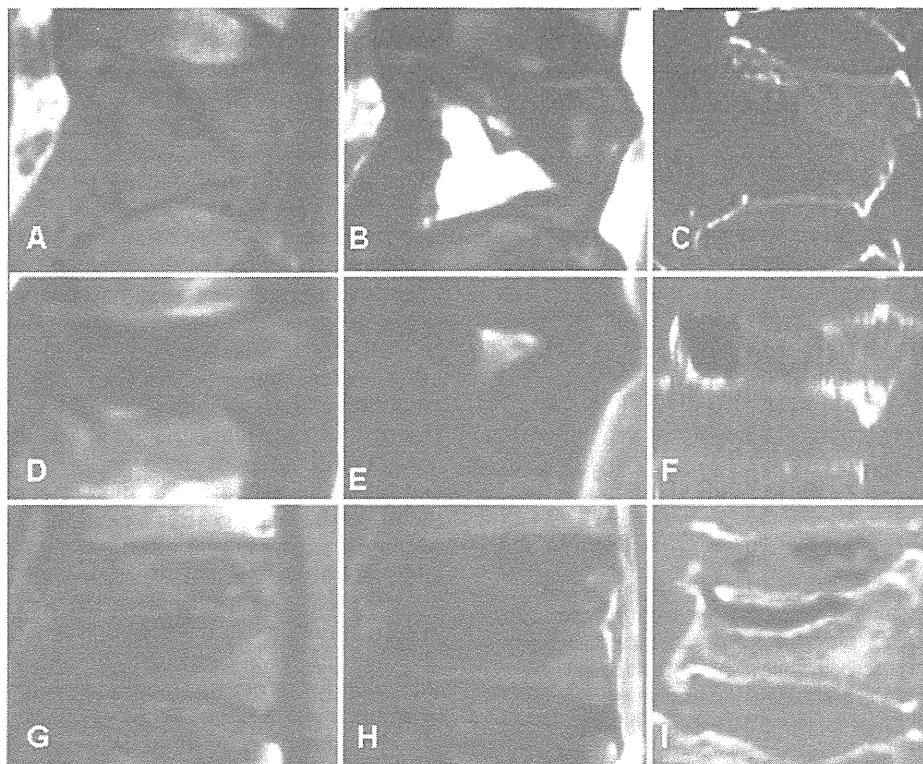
Representative T1-weighted MR images (A, D, and G), T2-weighted MR images (B, E, and H), and reconstructed CT scans (C, F, and I) of unhealed OVFs. A–C: Images obtained in an 89-year-old man with an unhealed crush-type fracture of the T-12 vertebra, showing an accumulation of fluid in the intravertebral cleft. There is a fracture line in the posterior wall of the T-12 vertebra, associated with a collapse of both anterior and posterior borders of the vertebra. Of our cases, 9 exhibited an accumulation of fluid alone in the cleft. D–F: Images obtained in a 68-year-old man with an unhealed crush-type fracture of the L-1 vertebra, showing an accumulation of fluid and air in the intravertebral cleft. There is a fracture line in the posterior wall of the L-1 vertebra, associated with a collapse of both anterior and posterior borders of the vertebra. Of our cases, 5 had fluid and air in the cleft. G–I: Images obtained in a 67-year-old man with an unhealed wedge-type fracture of the T-12 vertebra, showing a negative fluid sign. The intravertebral cleft is filled with air. The posterior wall of the vertebra has not collapsed, consistent with a wedge-type fracture. Of our cases, 10 showed an accumulation of air alone in the cleft (negative fluid sign).
